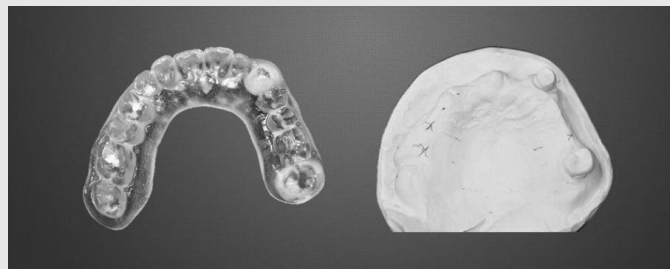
치아 지지 radiographic guide 및 환자의 부분무치악 진단모형
